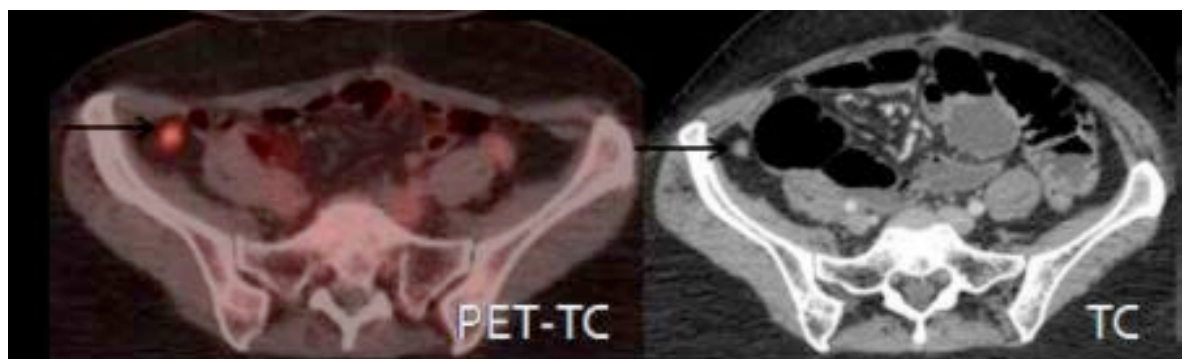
Imagen en PET-TC de implantes peritoneales.
